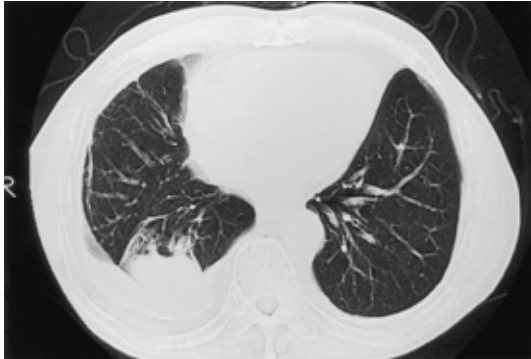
Chest CT scan showing a mass shadow with the comet tail sign in the right S10.
